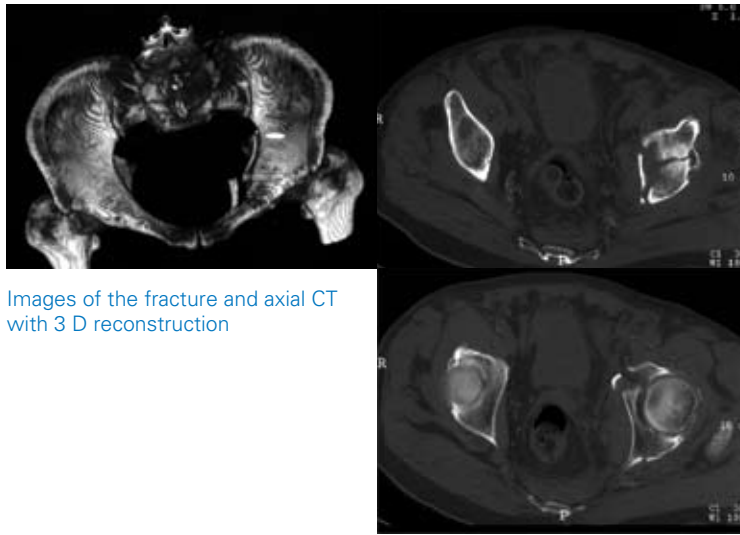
Fracture of the anterior pillar with posterior hemitransverse fracture on the right side in a 62-year-old patient with surgical stabilisation via the ilio-inguinal access. Conventional pictures and CT – images taken after the accident show the fracture of the pillar (fracture line running across the acetabulum) as well as the hemitransverse component (fracture line tailing into the posterior wall). Post-operative x-ray images visualise this congruent reconstruction of the joint surface and the pillar screws to connect the anterior and posterior pillars, which are situated in front of the acetabulum. The 3-year follow-up check of the fully recovered patient gives no radiological signs of advanced arthrosis.
